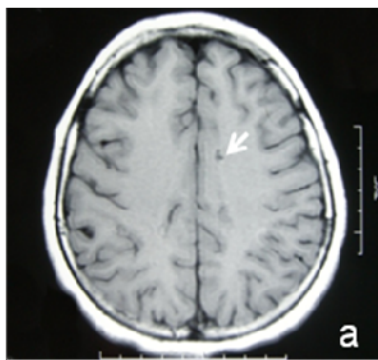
Resonancia magnética cerebral del caso índice con secuencia T1 en corte axial (a) y sagital (b) y T2 en corte axial (c) donde se observa área de probable leucomalacia en sustancia blanca aislada a nivel de circunvolución del cíngulo (flecha). No hay evidencia de nódulos subependimarios o túbers corticales.
